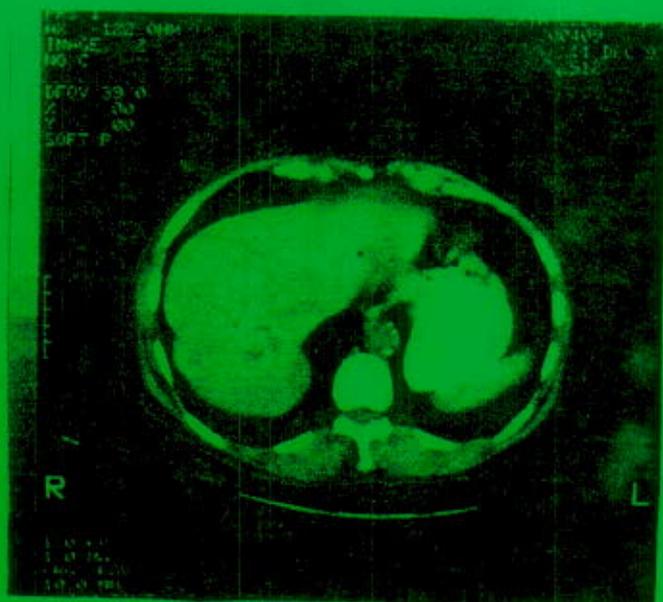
Caso 5. Tomografía computada de Abdomen. Imagen oval, de bordes calcificados, localizada en lóbulo derecho, de 2.5 cm de diámetro. Quiste hidatídico hepático calcificado.
